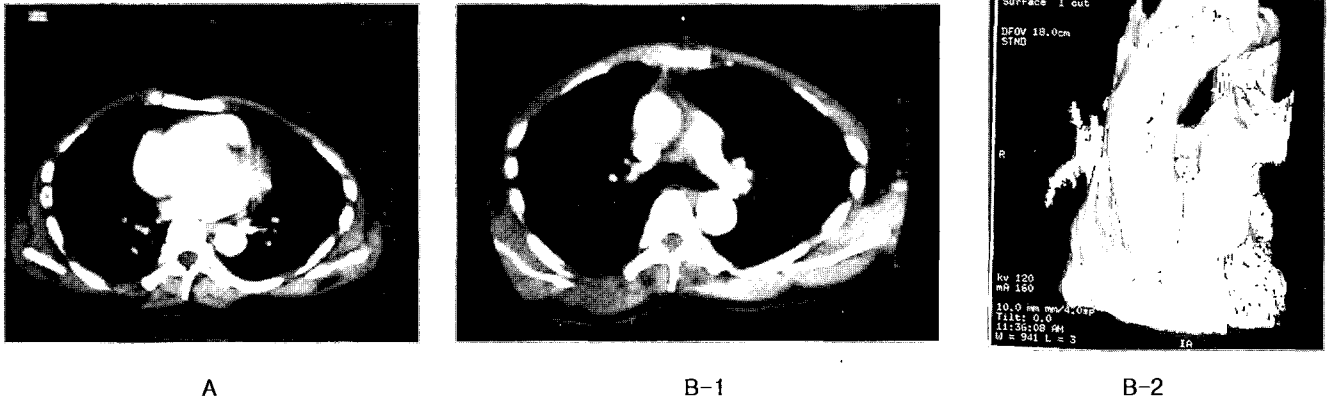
Pre and Postoperative CT scans.
